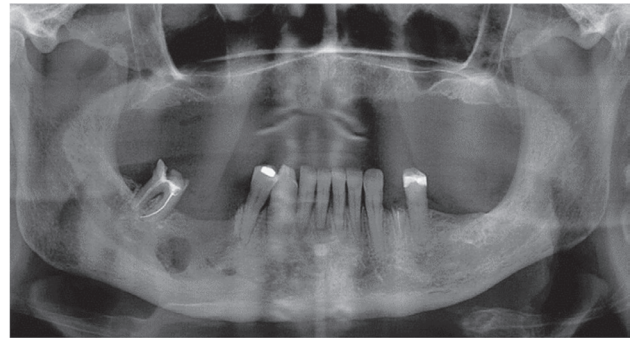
Radiografia panorâmica da mandíbula que exibiu na região do quarto quadrante uma imagem predominantemente radiolúcida.
